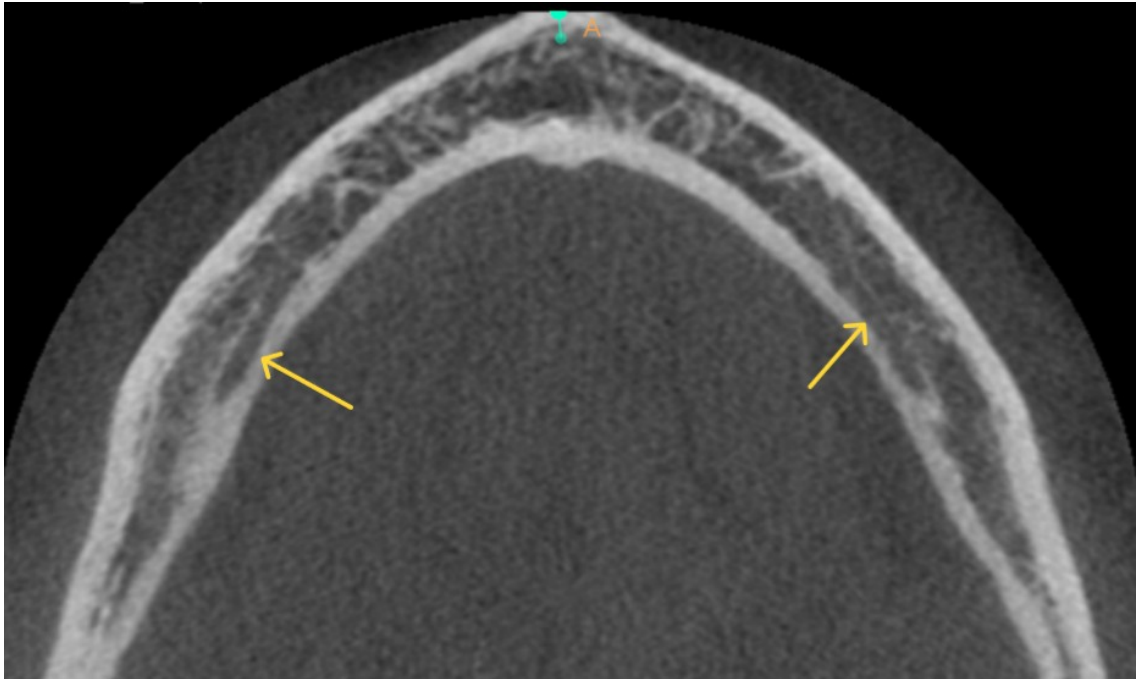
Coupe horizontale de cone beam illustrant des canaux mandibulaires droit et gauche (images obtenues dans le service d'odontologie du CHU de Lille).
